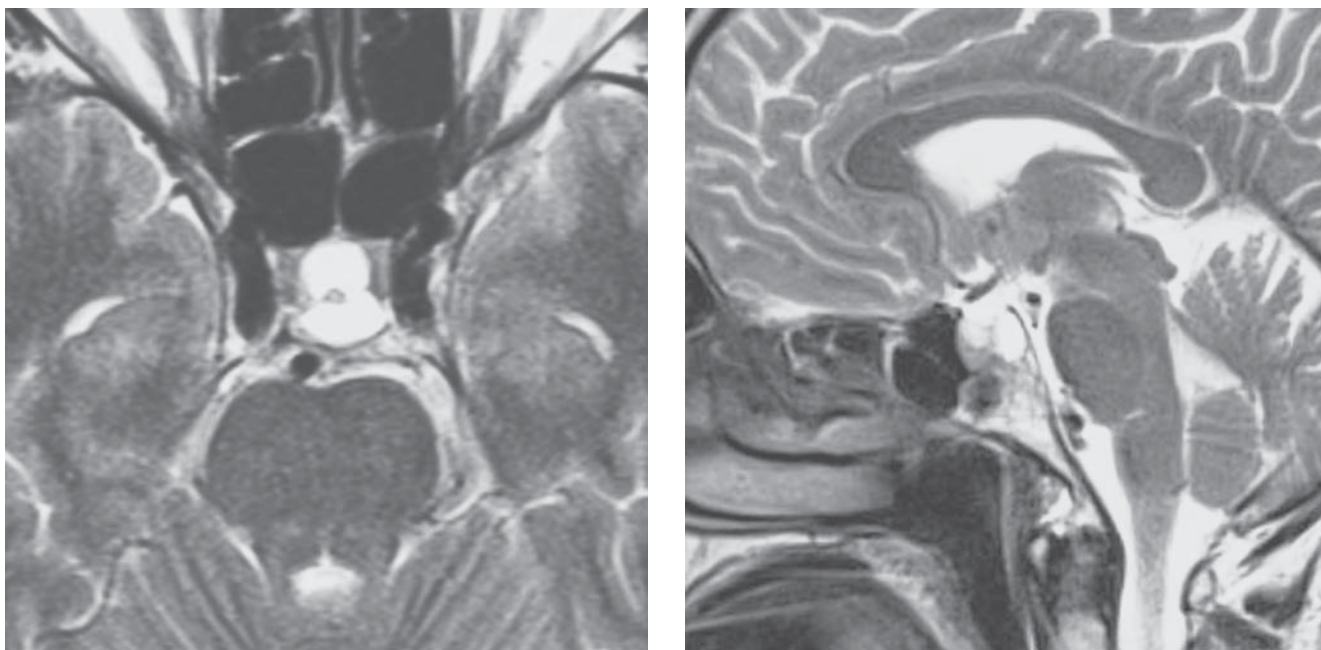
МРТ-картина «порожнього турецького сідла» (а, б)
